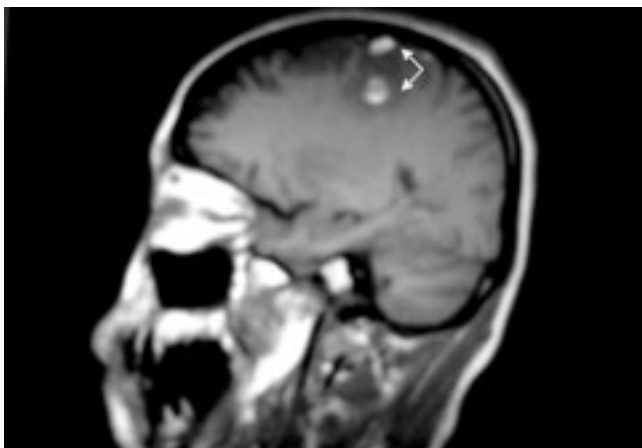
Imagen por resonancia magnética T1 que muestra área hiperintensa cortical derecha correspondiente a hematoma frontal
